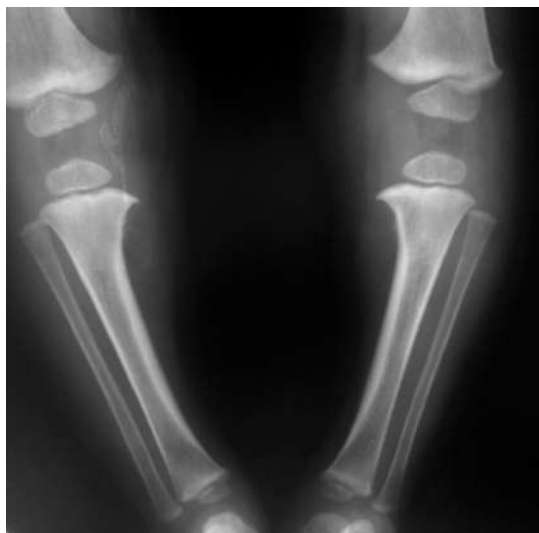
Рентгенограма хворого Ж. Ущільнення (склероз) зон ендохондральної осифікації стегнових та гомілкових кісток.
